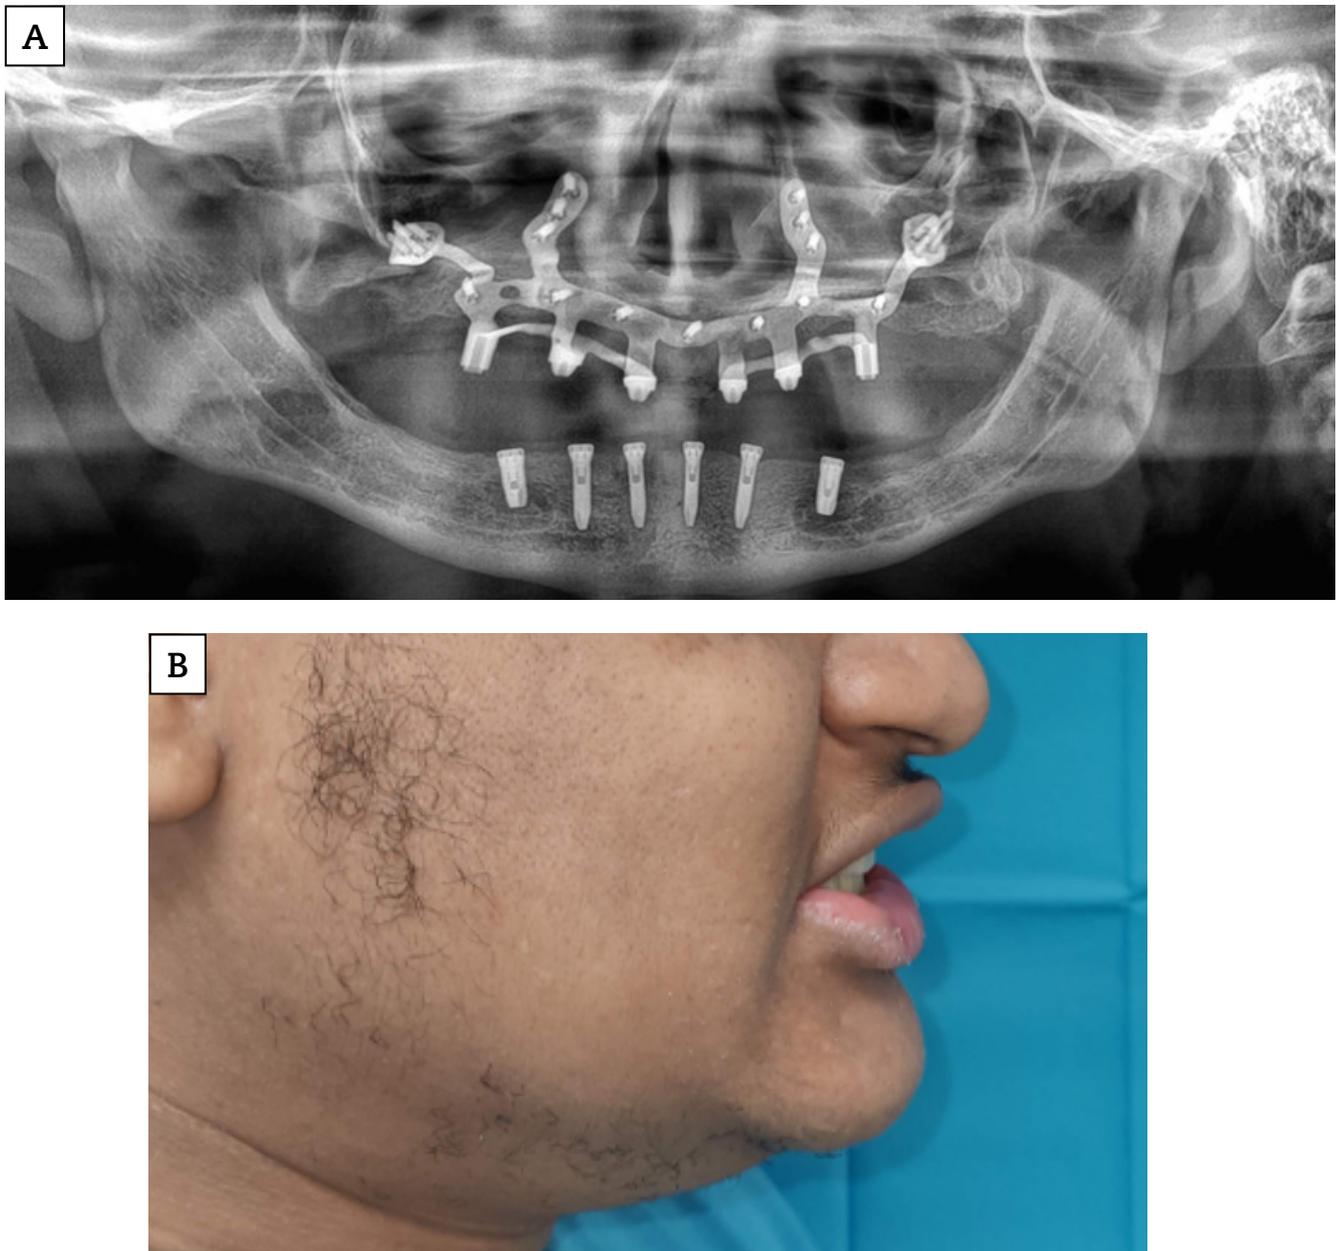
A: ortopantomografía de control. B: perfil del paciente con posición final del incisivo superior.
